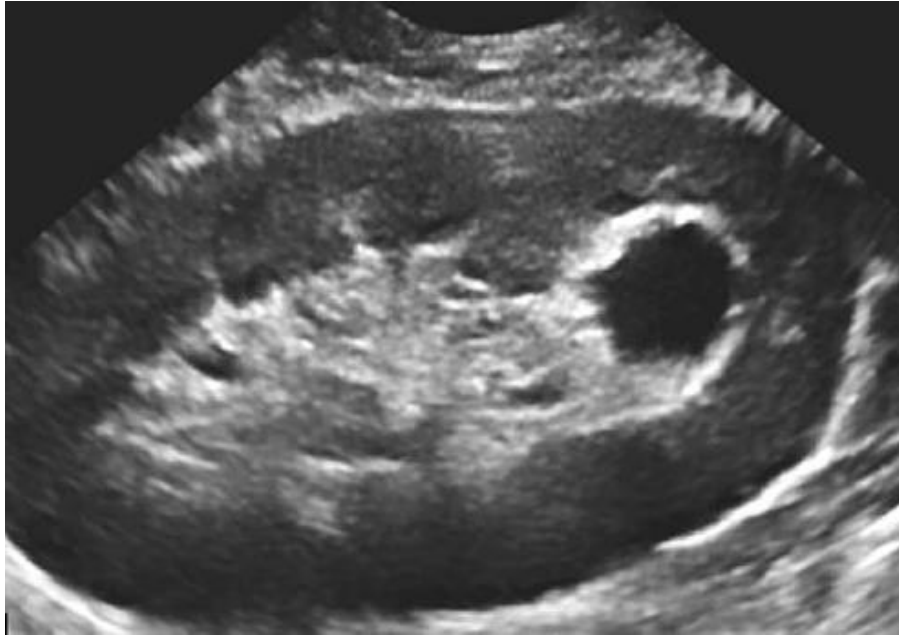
Coupe longitudinale d'une échographie du greffon en mode B: Image liquidienne au niveau sinusal, suggérant une fistule artérioveineuse.(38)
